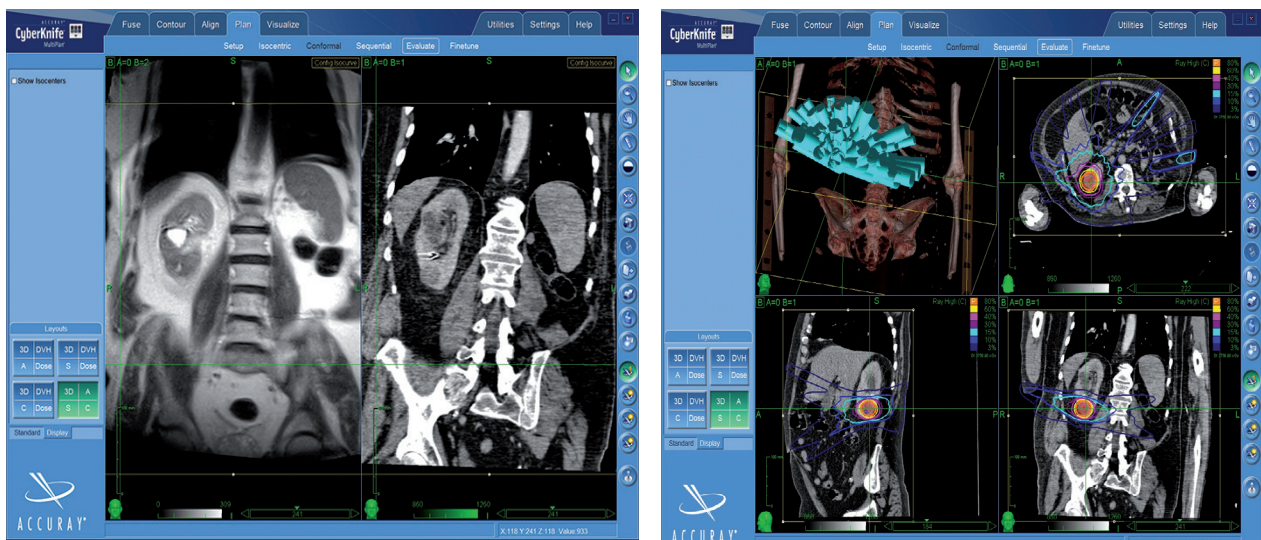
Patient présentant une nouvelle lésion rénale droite après néphrectomie gauche préalable pour RCC. A gauche, l'image par résonance magnétique nucléaire et par CT-scan. A droite, la dosimétrie effectuée sur Multiplan® pour une approche par CyberKnife®. On observe une décroissance rapide de la dose en dehors du volume cible. Ceci permet d'épargner les tissus sains au pourtour de l'isodose de prescription (volume en orange). L'isodose en bleu ciel ne représente que 10% de la dose prescrite au niveau de la cible et l'isodose en bleu foncé ne représente que 3% de la dose prescrite.
